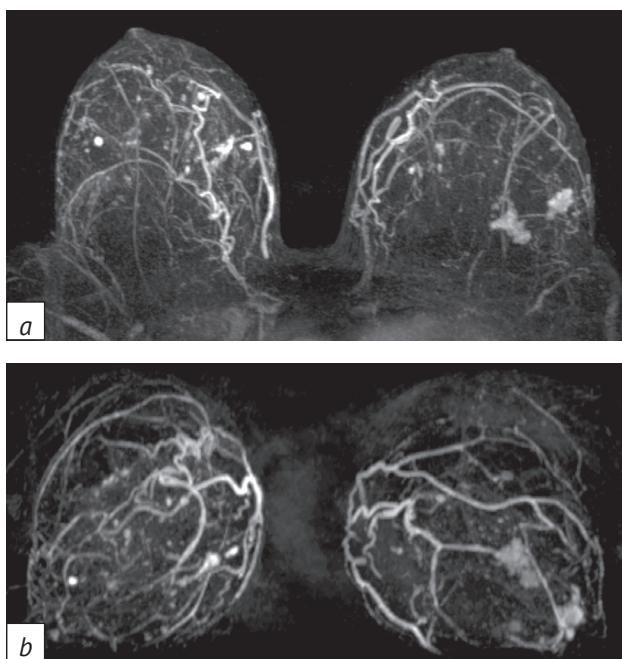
Результаты магнитно-резонансной томографии молочных желез с контрастным усилением (*a, b*)
